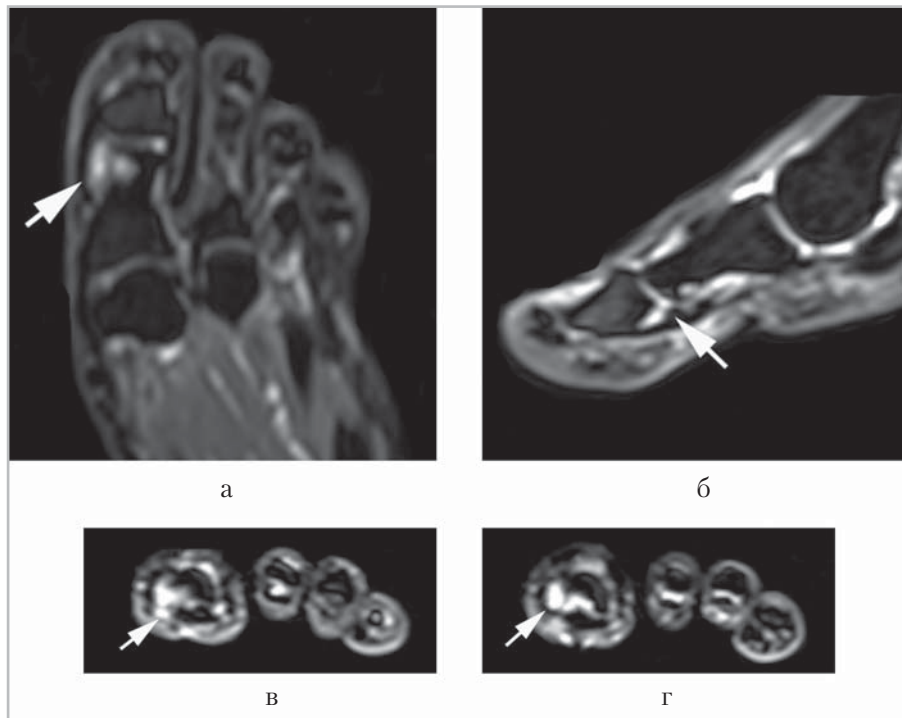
Магнитно-резонансные томограммы левой стопы на уровне межфалангового сустава I пальца у пациента с подагрическим артритом, давность заболевания 4 года: T1-ВИ с погашением сигнала от жира (*a* — в аксиальной, *б* — в сагиттальной, *в* и *г* — во фронтальных проекциях); в головке проксимальной фаланги I пальца визуализируется гиперинтенсивный подагрический узел (тофус) с внутрисуставной локализацией (*стрелка*); синовиальная оболочка сустава неравномерно утолщена, в полости сустава определяется небольшое количество выпота
